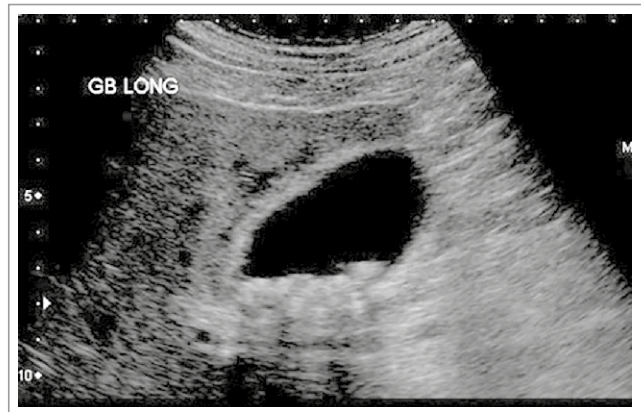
Ecografía abdominal que muestra imágenes eco-refringentes en su interior con sombra acústica, características de la coledocistitis (cortesía de RMH Core Conditions, Radiopaedia.org, rID: 38018).
